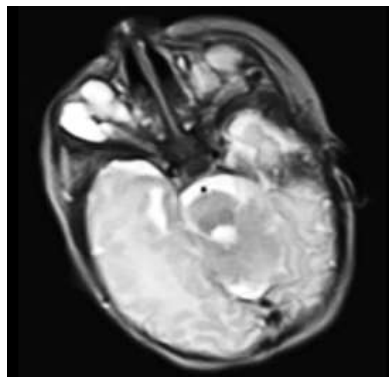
Corte axial Resonancia Magnética Nuclear T2. Recién nacido. (Múltiples imágenes Hiperintensas en T2 de aspecto quístico, adyacentes, de interface de pared definida, libres de elementos en suspensión.)
